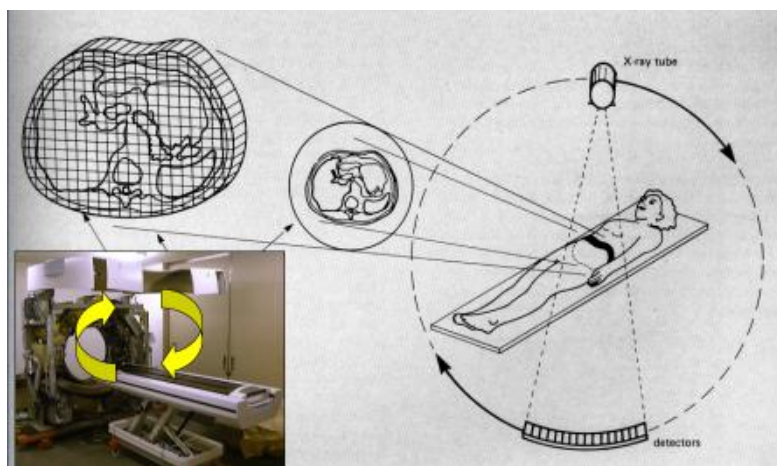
Принцип работы компьютерного томографа
